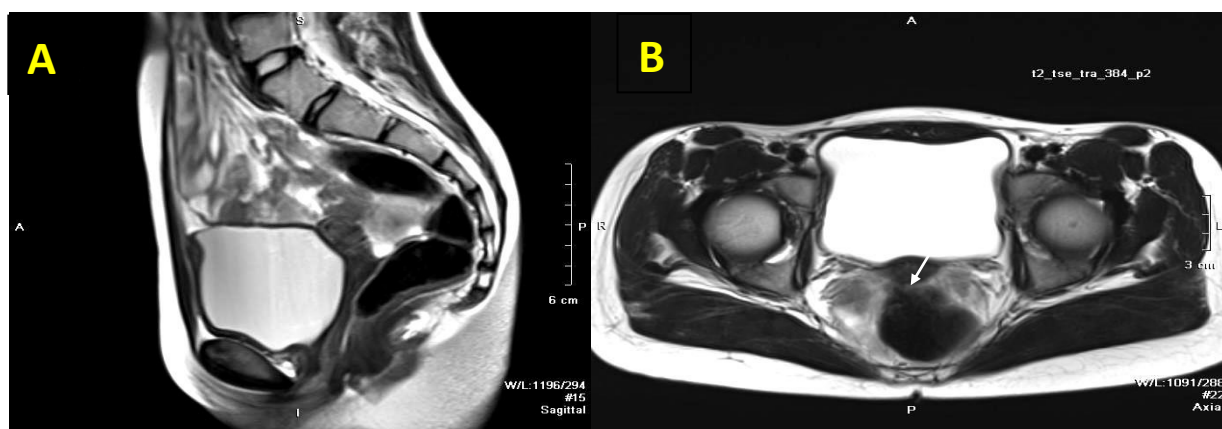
IRM organelor bazinului mic. Secvența T2 în plan sagital (A) pe linia mediană arată hipoplazia uterului și 2/3 proximale a vaginului. Secvența ponderată în T2, plan axial (B) demonstrează formațiunea triunghiulară de țesut conjunctiv (→) poziționat pe linia mediană și cordonul fibros între rudimentele uterine
